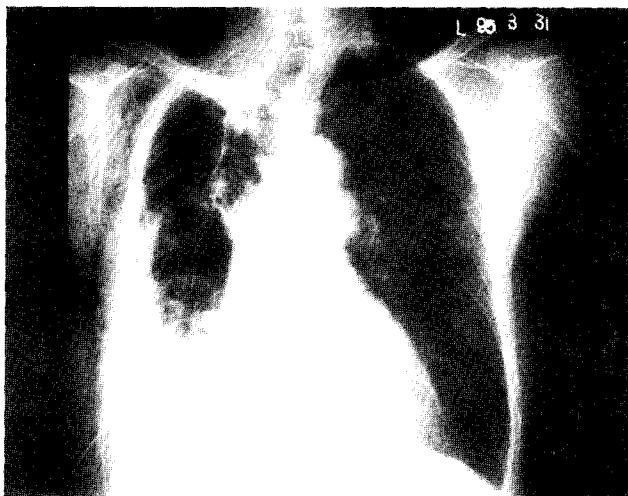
Chest X-ray of 3 days after selective bronchial occlusion. Absent right pneumothorax with partial atelectasis of the right lower lobe. Decreased subcutaneous emphysema and right pleural effusion.
